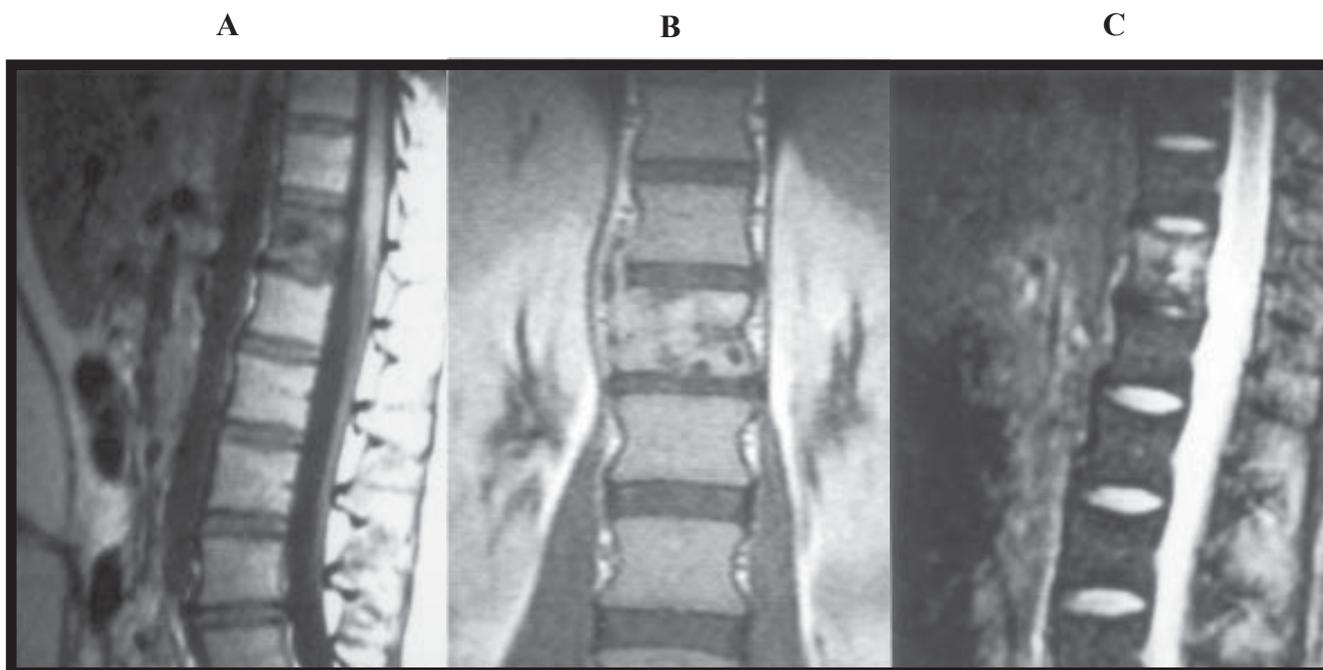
Imagens de Ressonância Magnética Nuclear características de lesão vertebral osteolítica com padrão inflamatório: (a) ponderação T1 lesão com hiposinal, (b) após gadolinium aumento do sinal, (c) ponderação T2 lesão com hipersinal. Note-se a ausência de alteração do sinal dos discos adjacentes demonstrando a sua integridade.
